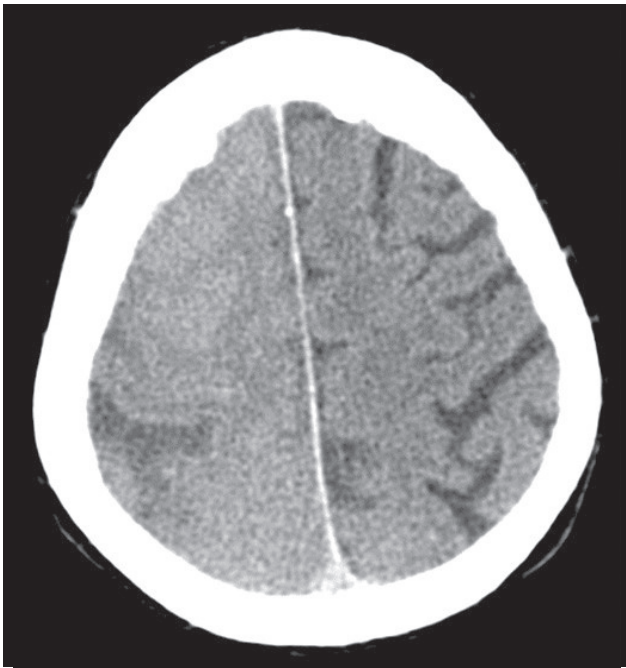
Reformatação axial de tomografia computadorizada cranioencefálica, documentando-se hiperdensidade sulcal do hemisfério cerebral direito com apagamento dos sulcos corticais
